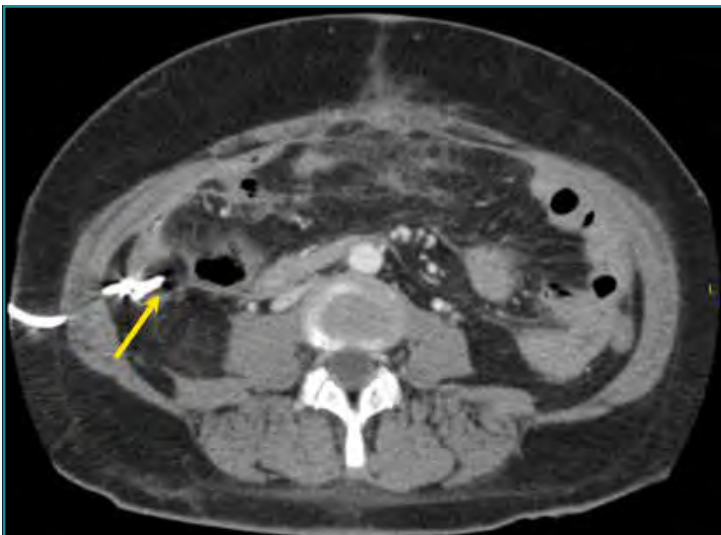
Corte axial de TC abdominal tras la colocación de un drenaje percutáneo en colección intraabdominal (flecha amarilla).
